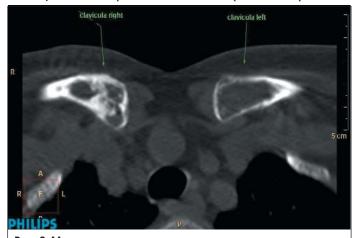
Множественные очаги остеодеструкции в грудинных концах обеих ключиц (фрагмент КТ органов грудной клетки в аксиальной проекции)
